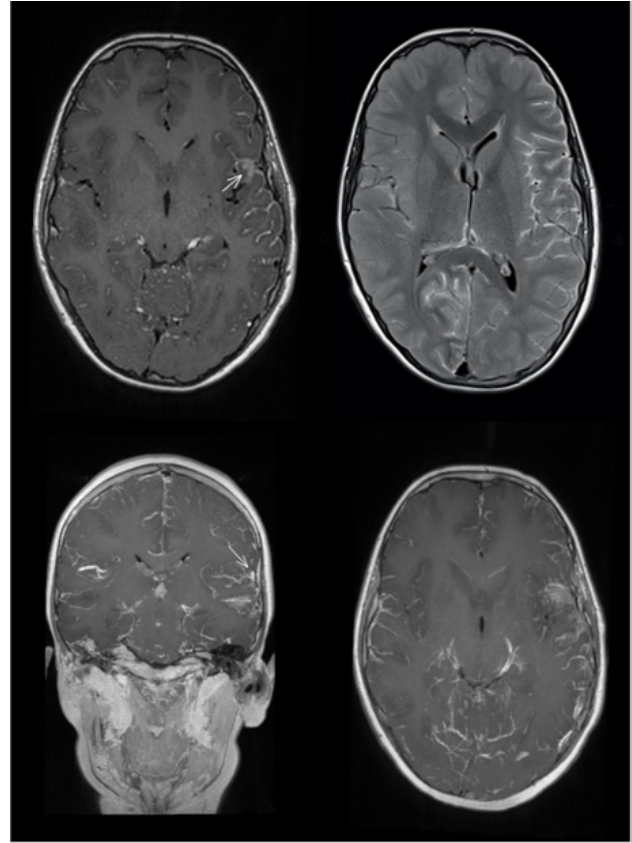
Resonancia magnética cerebral con hipercaptación leptomeníngea generalizada e imágenes pseudonodulares.
